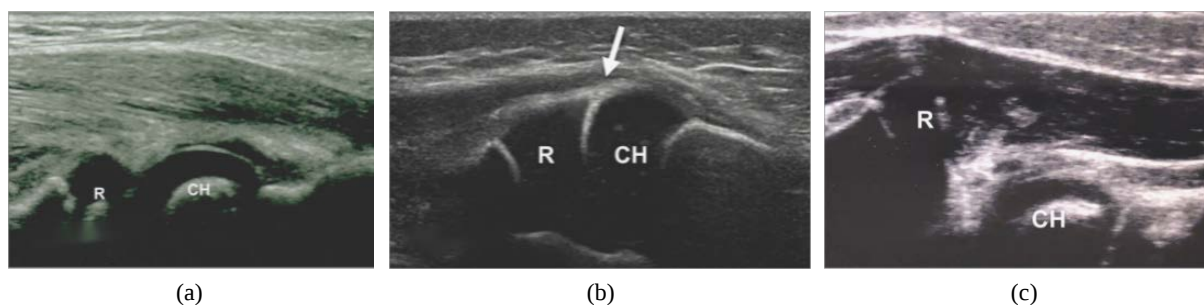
Sonographic findings of the lateral coronal longitudinal section
